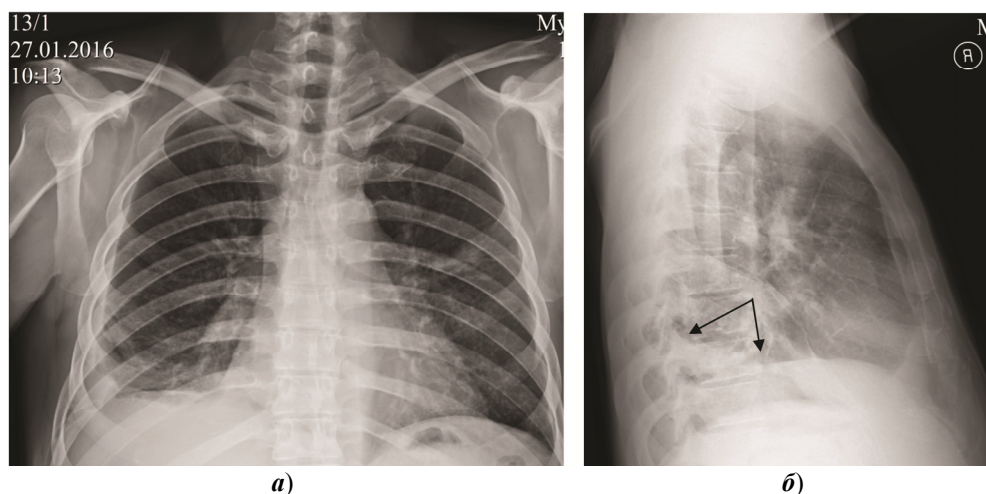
Рентгенограммы грудной клетки в прямой (а) и правой боковой (б) проекции: утолщение плевральных листков и ограниченный плеврофиброз справа (черные стрелки) и зона пневмофиброза в S₃ левого легкого (белая стрелка)
